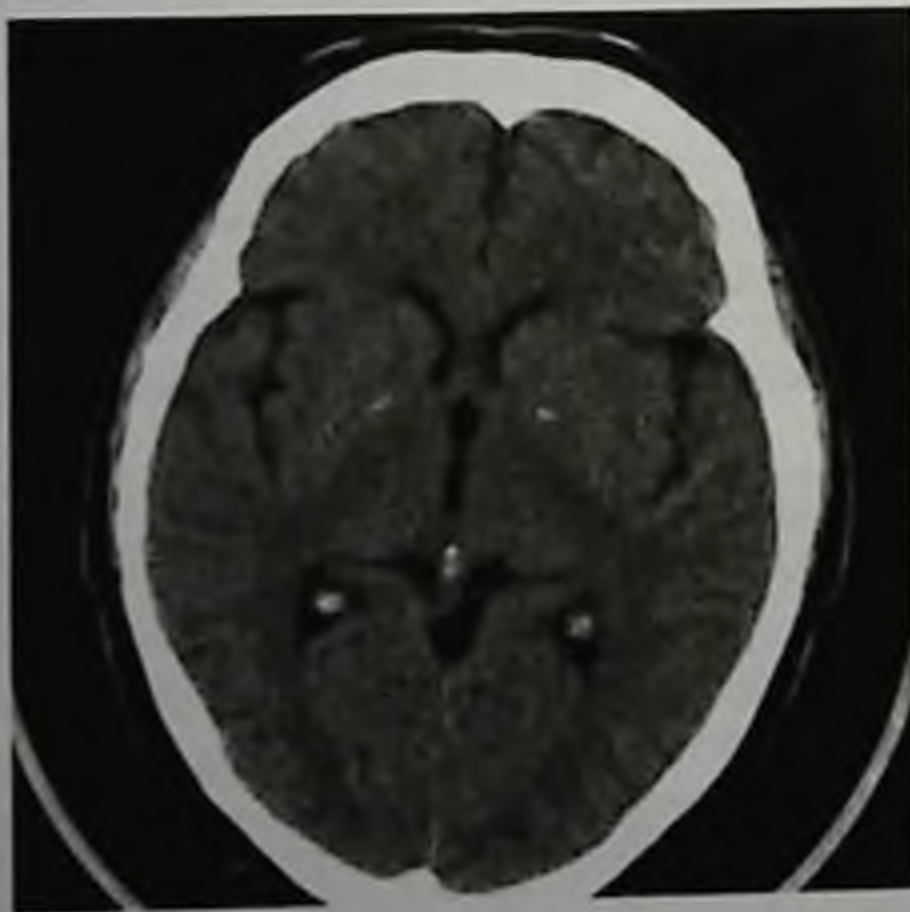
Компьютерная томограмма без контрастного усиления, аксиальный срез
